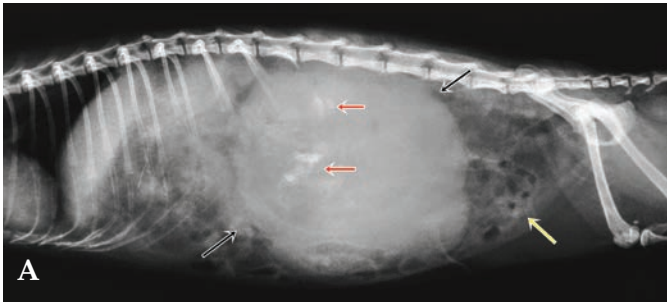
Radiografías de abdomen. (A) Proyección laterolateral. (B) Proyección ventrodorsal. Se observa la presencia de una masa (flechas negras) ocupando el abdomen casi en su totalidad y lateralizada hacia la izquierda. Se aprecian zonas de opacidad hueso (flechas rojas) en el interior de la masa. En intestino se observan zonas de opacidad gas (flechas amarillas).
